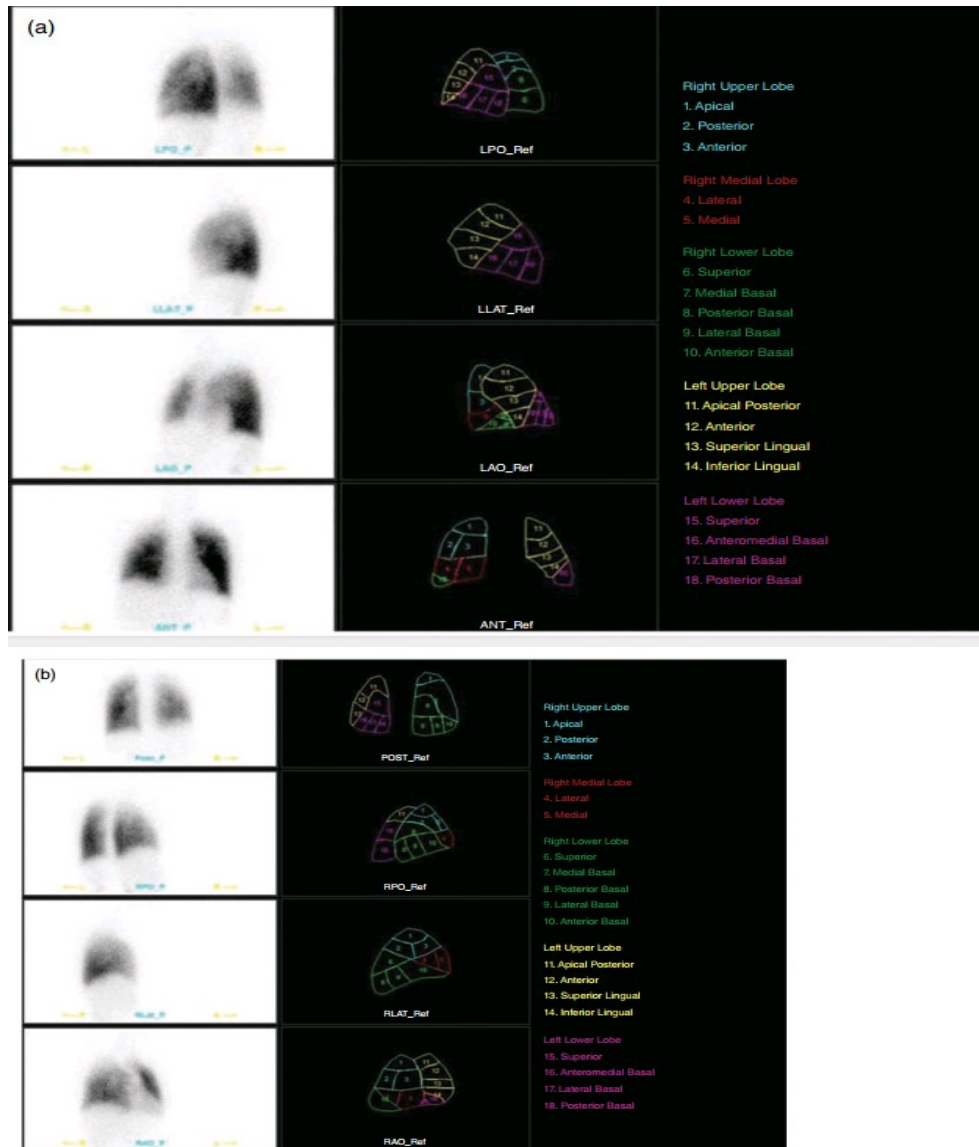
Bronchopulmonary anatomical segments of right and left lung and corresponding ^{99m}Tc -MAA lung perfusion scintigraphy planar images shown on (a) posterior (POST), right posterior oblique (RPO), right lateral (RLAT), and right anterior oblique (RAO) projections, and (b) left posterior oblique (LPO), left lateral (LLAT), left anterior oblique (LAO), and anterior (ANT) projections.
